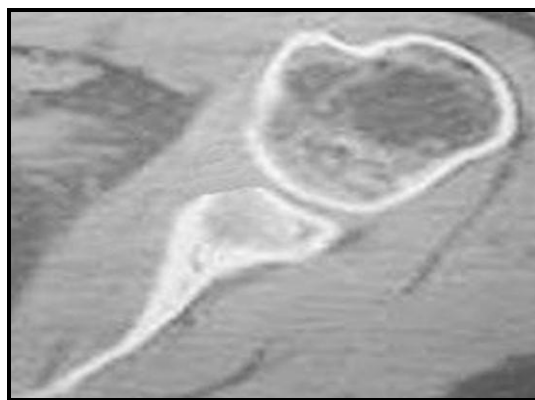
Imagen de TAC con lesión ósea glenoidea
